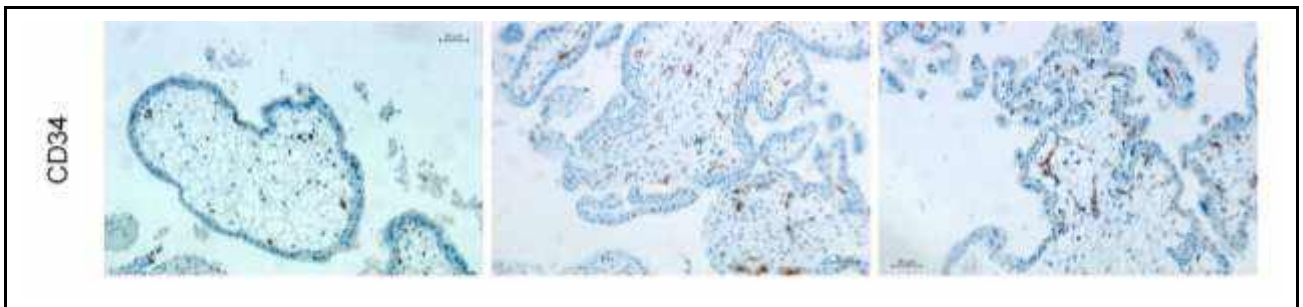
Імуногістохімічна експресія (позитивна мембрана реакція в ендотелії судин хоріональних ворсин) маркера CD34 (Thermo Fisher Scientific, Clone RM300, $\times 20$) у досліджуваних групах: ліворуч – випадок з групи пацієнок з поліморфізмом гена PAI-1 за диким типом, в центрі – випадок з групи пацієнок з гомозиготним патологічним поліморфізмом PAI-1, праворуч – випадок з групи пацієнок з гетерозиготним поліморфізмом гена PAI-1.
